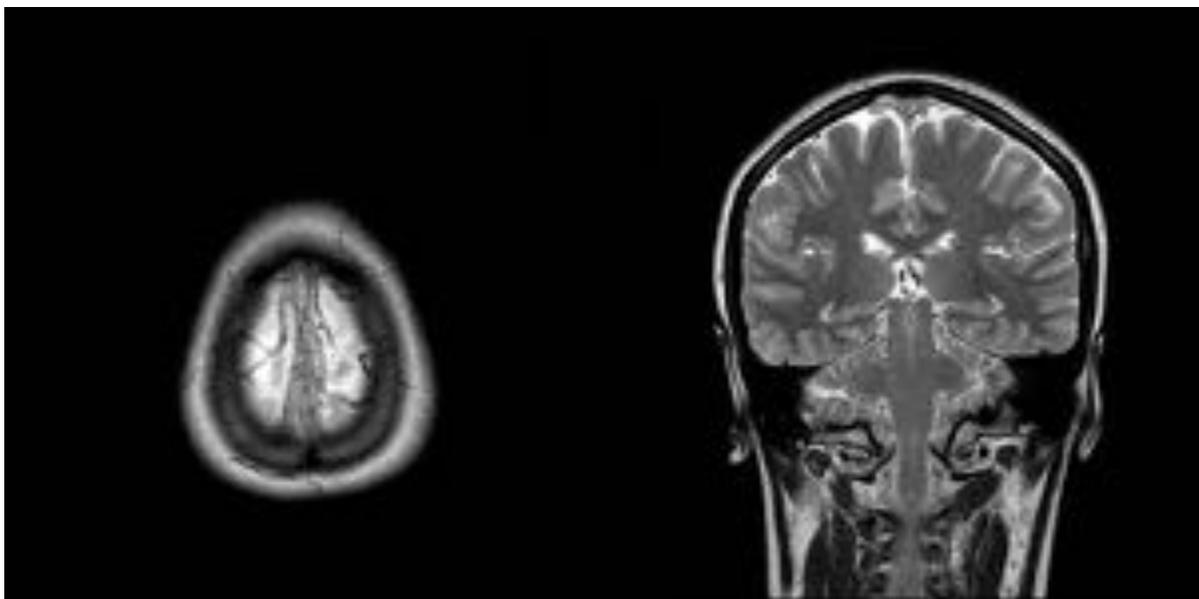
Misma paciente que en la Fig. 1 RM cerebral, secuencia T2 spin echo Trombo hiperintenso.
